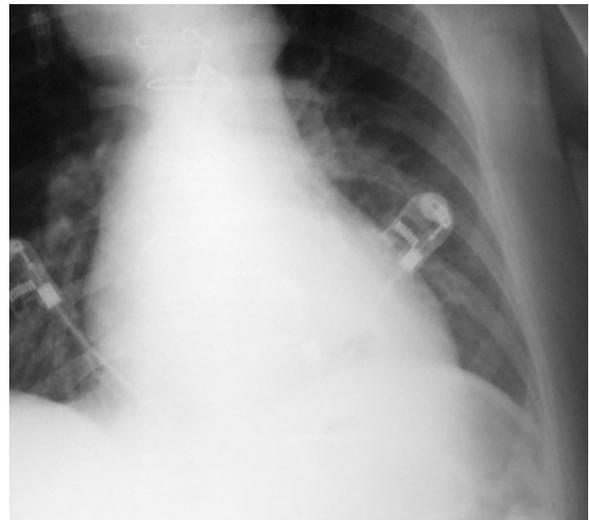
Radiografia do tórax sugestiva de pneumonia e de alargamento do mediastino.
